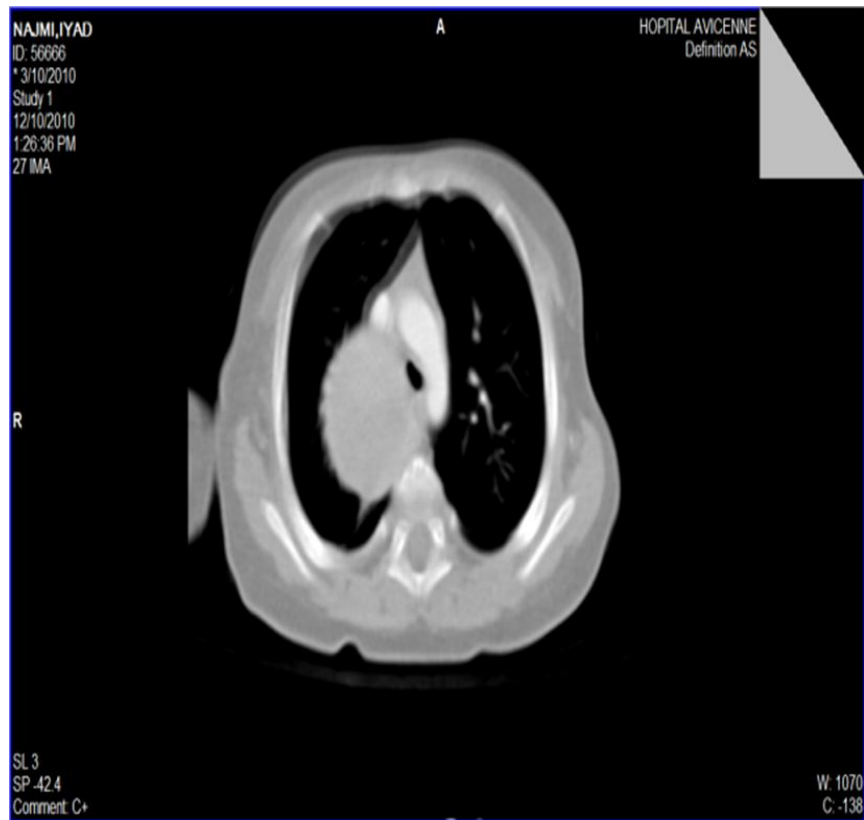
' : Interprétation : La TDM objective une masse tissulaire du mediastin postérieur refoulant la trachée en rapport avec une tumeur neurogène : le neuroblastome.
